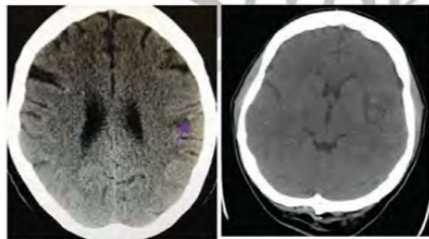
Radiographic classification of hemorrhagic transformation with the blue arrow in each figure showing the hemorrhage. Top left, Hemorrhagic infarction type 1. Top right, Hemorrhagic infarction type 2. Bottom left, Parenchymal hematoma type 1. Bottom middle, Parenchymal hematoma type 2. Bottom right, Extradural hematoma.
